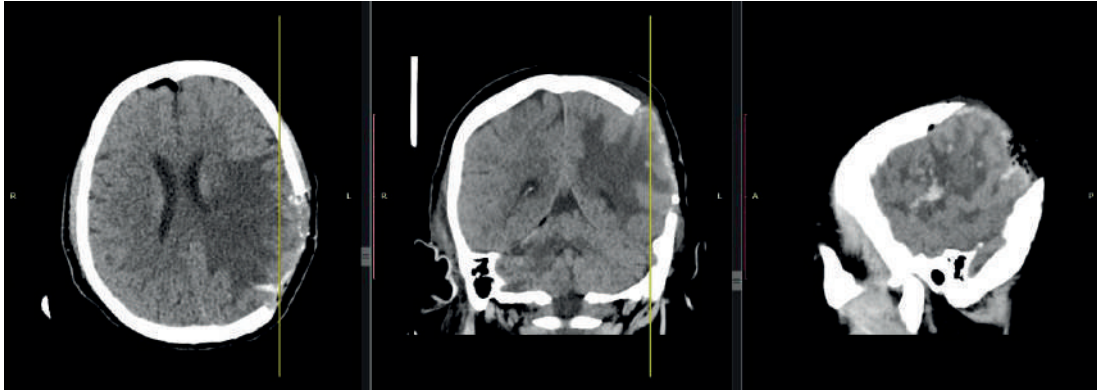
КТ головного мозга после операции
